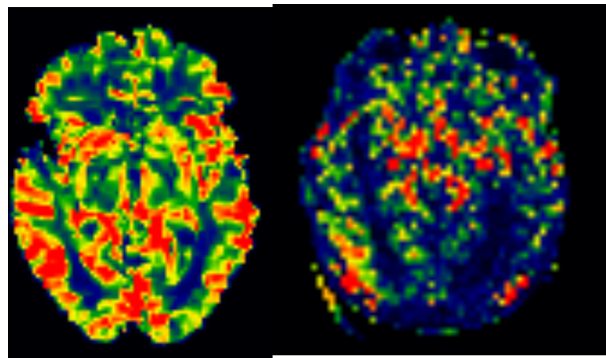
36 – RBF en DSC-IRM (gauche) et rCBF en ASL (droite)
